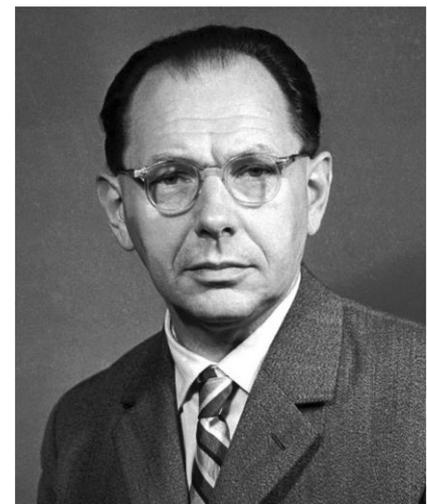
▲ Professor MUDr. Jan Navrátil. (Mit freundl. Genehmigung © ČTK/Hanka J. Alle Rechte vorbehalten)
